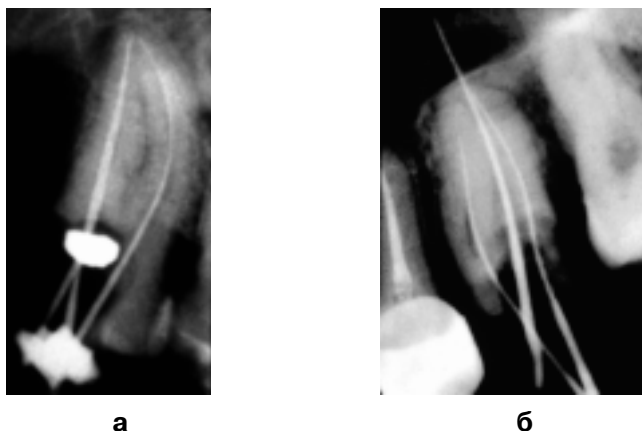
Контроль прохождения корневого канала с учетом (а) и без учета (б) рабочей длины корня, следствием чего является проникновение инструмента в окружающие зуб ткани. Рентгенограммы.
